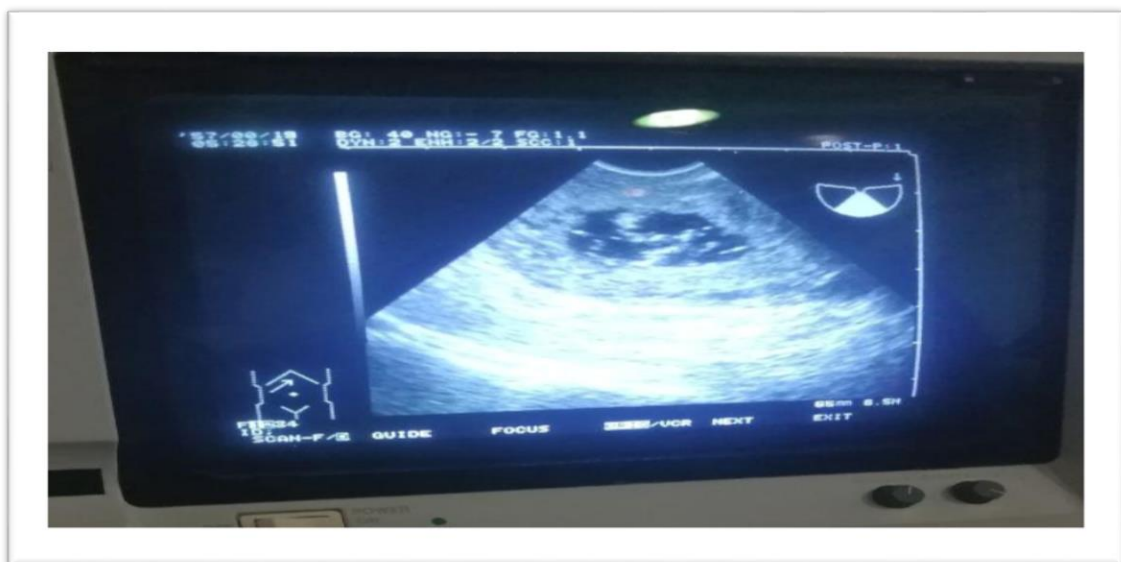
REDUCCIÓN EMBRIONARIA GUIADA POR ECOGRAFÍA Y COLOCACIÓN DE METOTREXATE INTRASACULAR
